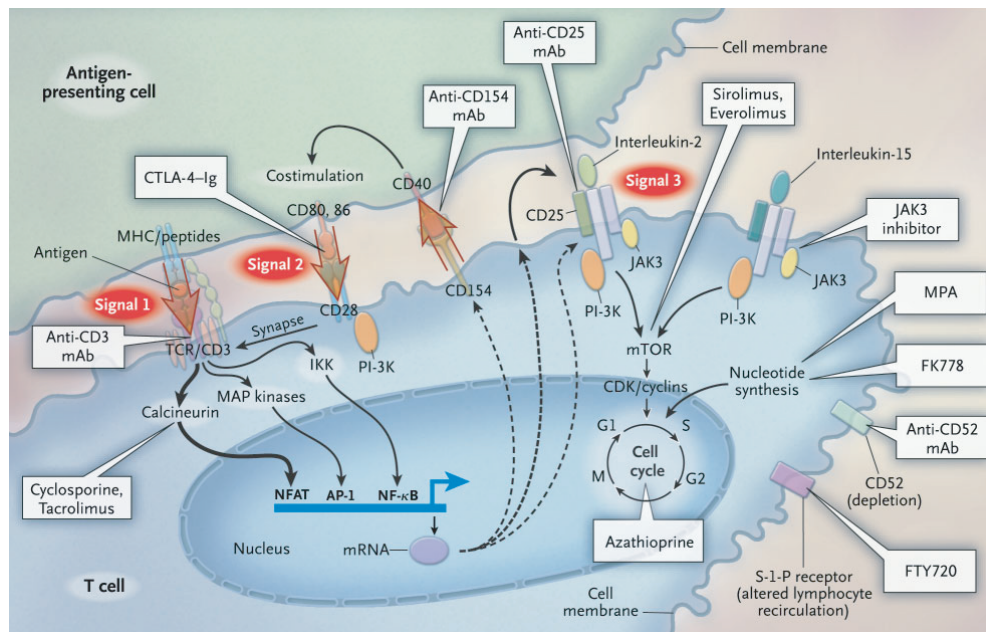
Übersicht der Zielstrukturen und Wirkmechanismen der Immunsuppressiva Mycophenolatmofetil (MMF), Mycophenolsäure (MPA), Azathioprin (AZA), Tacrolimus (TAC) und Cyclosporin A (CSA) [181]
